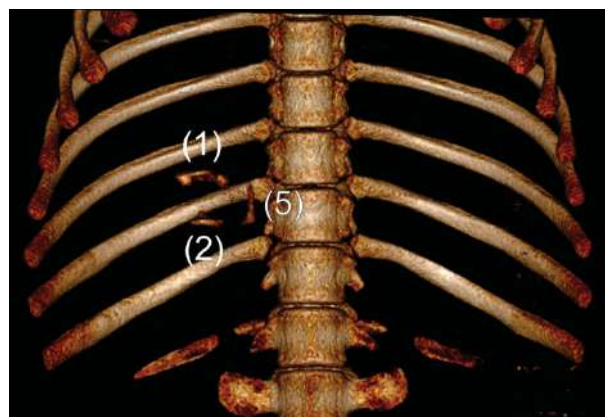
Imagen de TAC de los tres modelos de tumor localizados en la cabeza (Modelo 2), cuerpo (Modelo 1) y cola del páncreas (Modelo 5).
